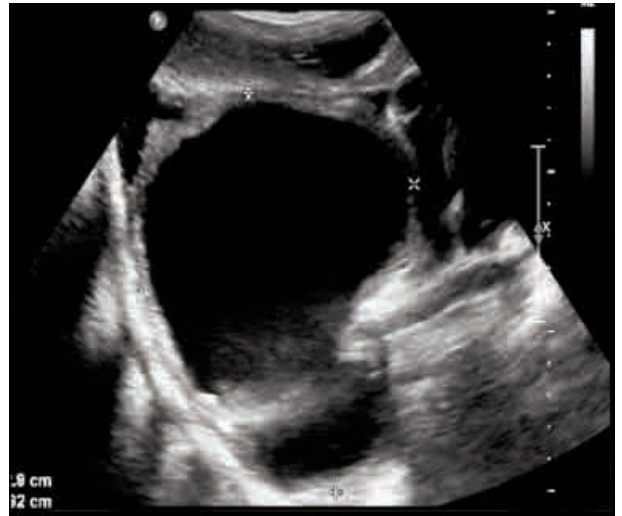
Ecografía torácica: Se identifica gran masa quística, de paredes gruesas y contenido líquido, localizada en parénquima pulmonar derecho, que condiciona una atelectasia pasiva del pulmón adyacente y asocia un moderado derrame pleural en seno costofrénico, de hasta 3,3 cm de espesor máximo y ecos en su interior. Este hallazgo sugiere complicación del quiste hidatídico. Mide aproximadamente 13 x 10 x 9,2 cm (L x AP x T).
